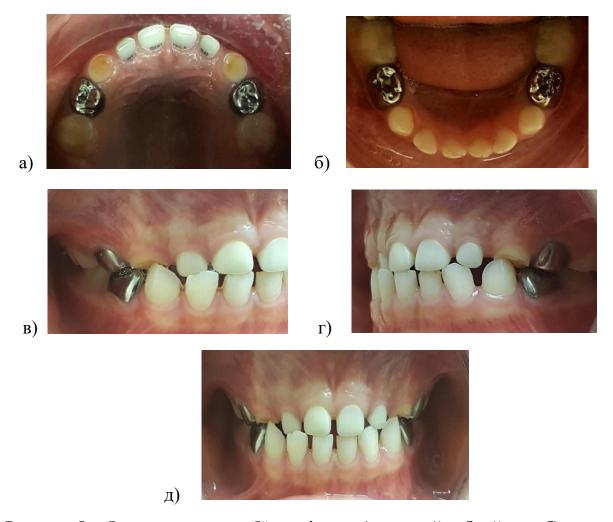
Фотопротокол ребёнка 4 лет: а) верхний зубной ряд; б) нижний зубной ряд; в)-д) вид окклюзии зубных рядов справа, слева, спереди 2.2.5 МЕТОД РЕНТГЕНОГРАФИИ
